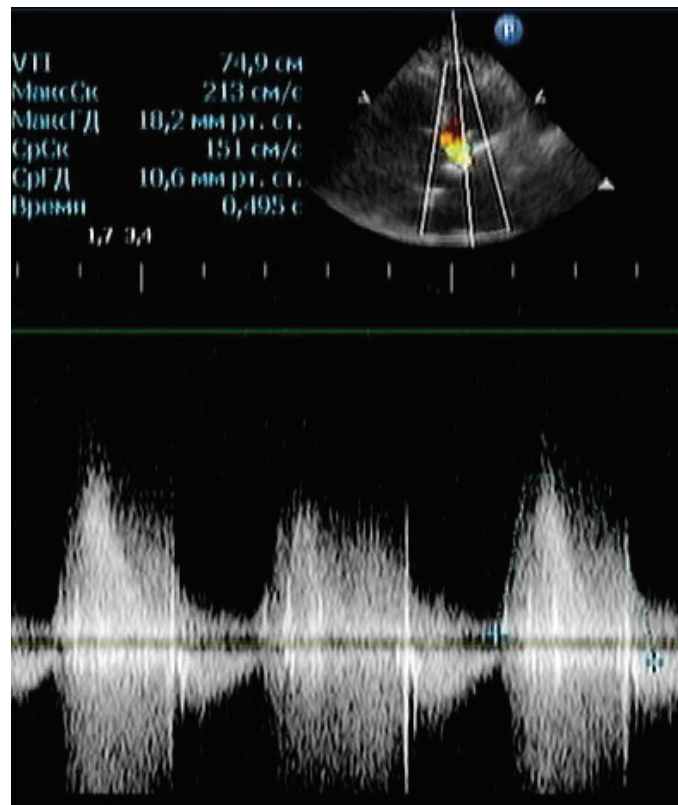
Послеоперационная доплер-эхокардиография: признаков дисфункции протеза не отмечено
